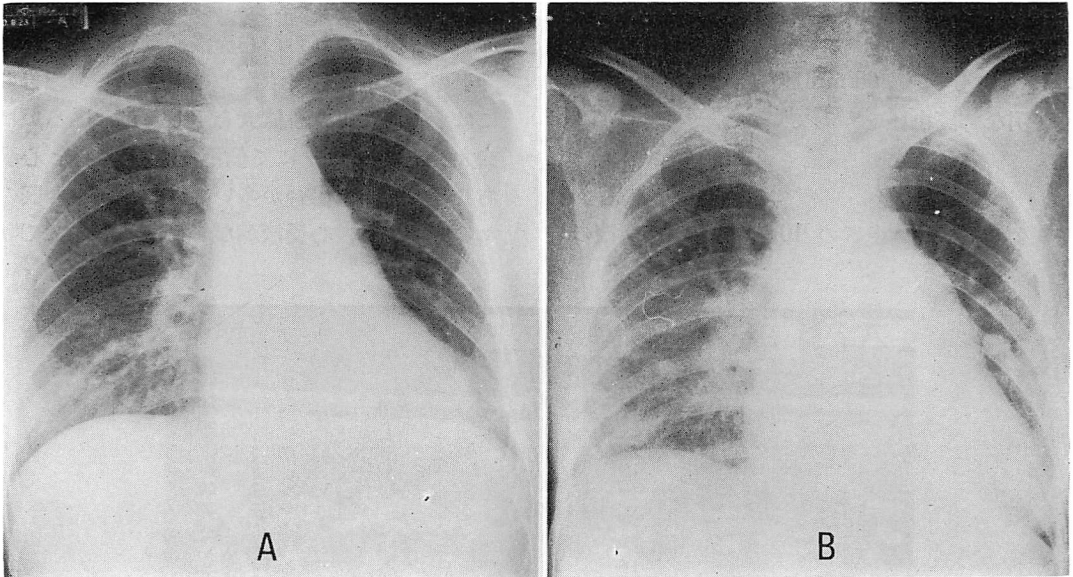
Chest X-ray films of a patient with systemic lupus erythematosus associated with pulmonary hypertension (T.H., 24 yrs, female).
